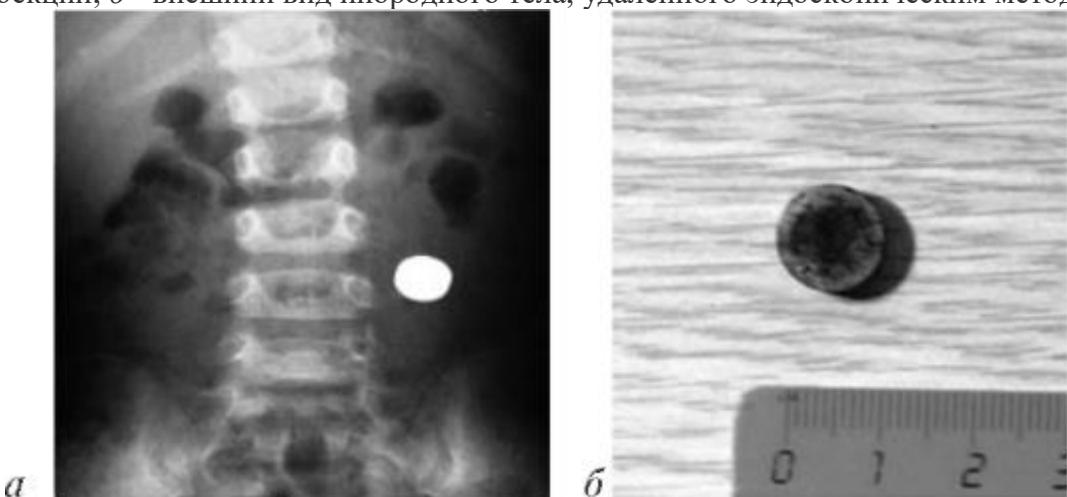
Металлическое инородное тело (литиевая батарейка) желудка: *а* - рентгенограмма органов брюшной полости в переднезадней проекции; *б* - внешний вид инородного тела, удаленного эндоскопическим методом
